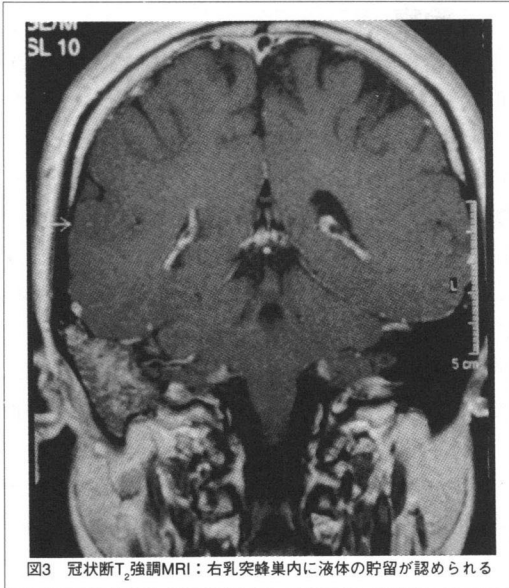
冠状断T₂強調MRI：右乳突蜂巣内に液体の貯留が認められる
